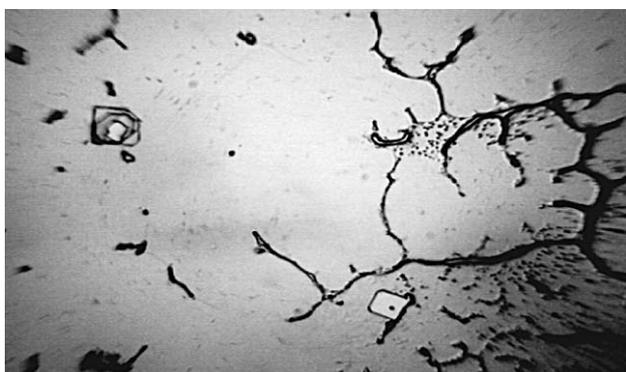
Структура сыворотки крови больных СДС после второй инфузии гипохлорита натрия
